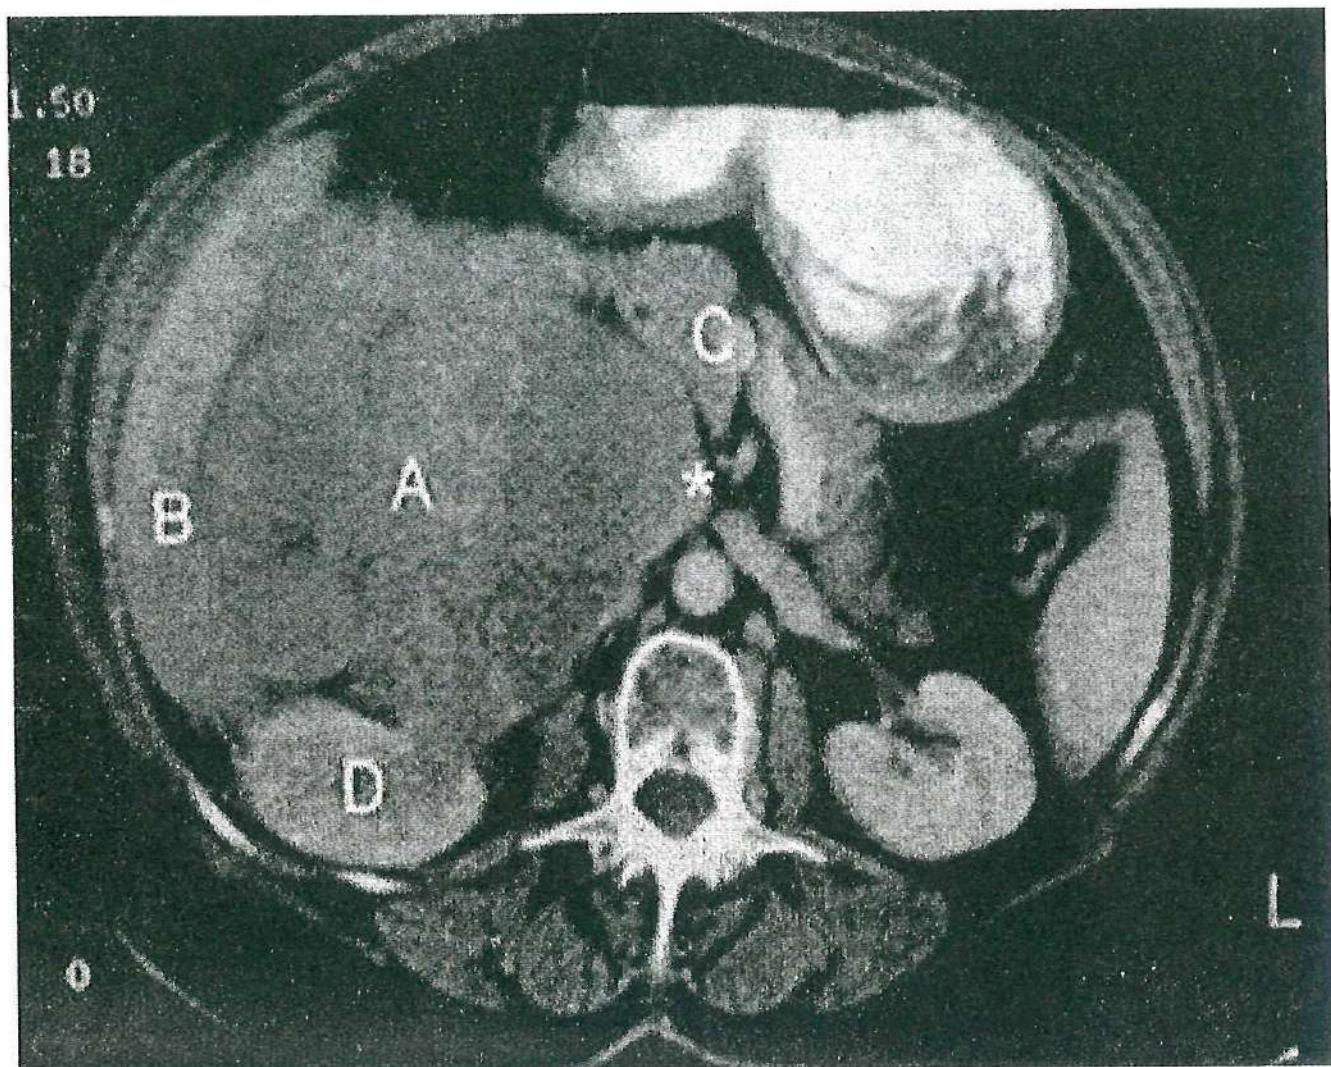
КТ живота. Липосаркома забрюшинного пространства справа
